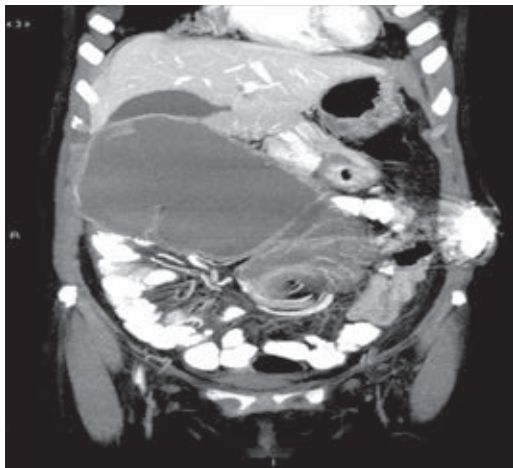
Reconstrucción coronal con máxima intensidad de proyección de tomografía abdominal con doble contraste en la cual se observa la vasculatura mesentérica de trayecto circular, conocido como whirlpool sign y dilatación del ciego.
